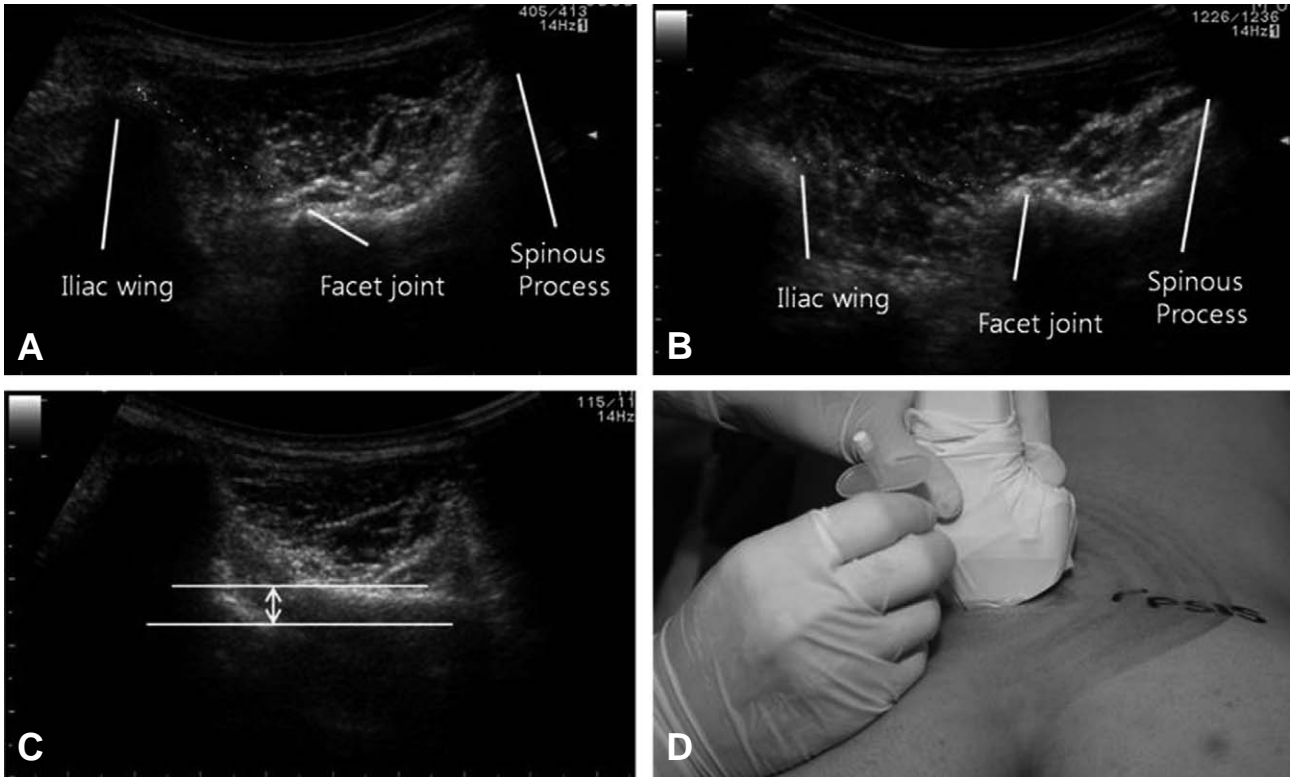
Ultrasonographic images and out of plane technique.
